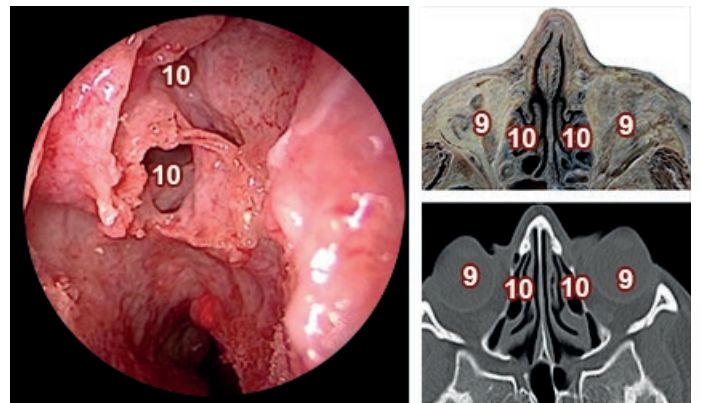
Imagen Endoscópica Fosa Nasal Derecha, Corte y TC axial de cabeza a la altura de la Órbita. 9) Órbita; 10) Seno Etmoidal
